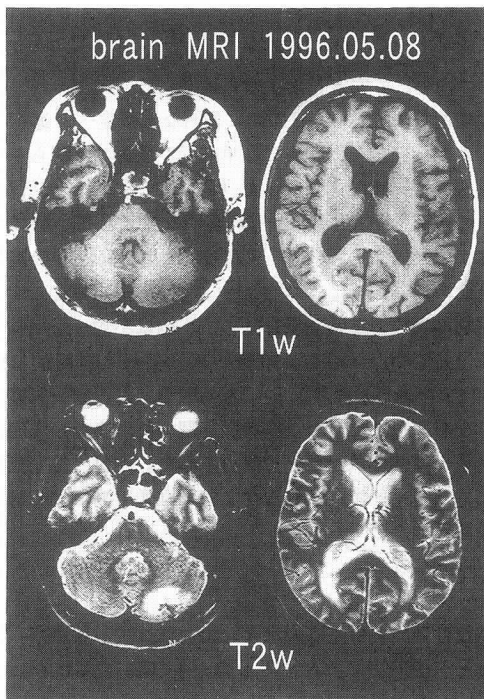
1996年5月8日の脳室ドレナージ留置後の頭部MRI
